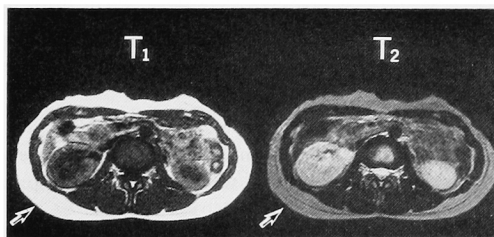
MR images 1 month after ESWL. Abnormality observed just after ESWL was recovered. Arrow shows the transmission of shock waves.
